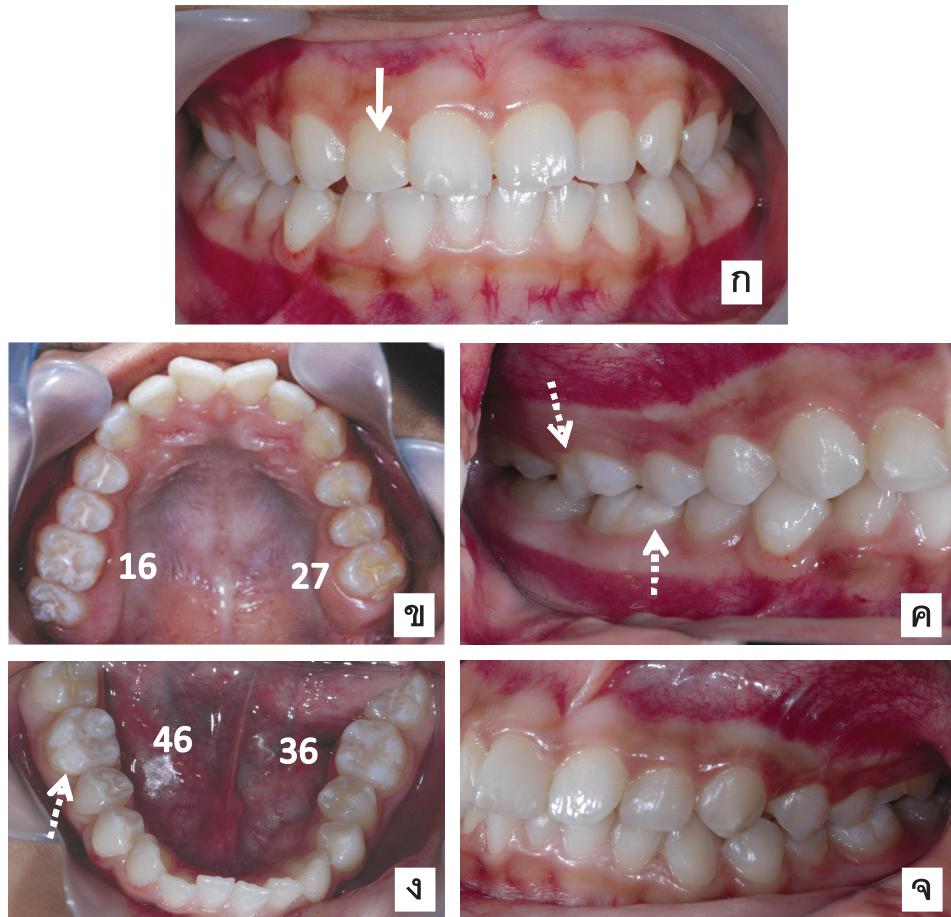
Pre-operative clinical appearance and radiographs of Patient 2; dotted arrows shows MIH lesions (ก) Right occlusion; 16 and 12 (ข) Occlusal surface 16 (ค) Occlusal surface 26 (ง) Left occlusion (จ) Lower arch; occlusal surfaces 36 and 46 (ฉ) Radiograph of 16 (ฉ) Radiograph of 26
